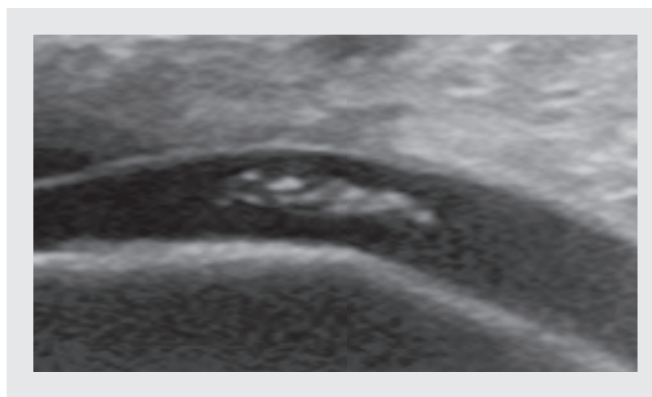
■ Ecografía que muestra depósitos de cristales de pirofosfato cálcico en el interior del cartílago del cóndilo de la rodilla. Imagen cedida por el Dr. Agustín Martínez.
